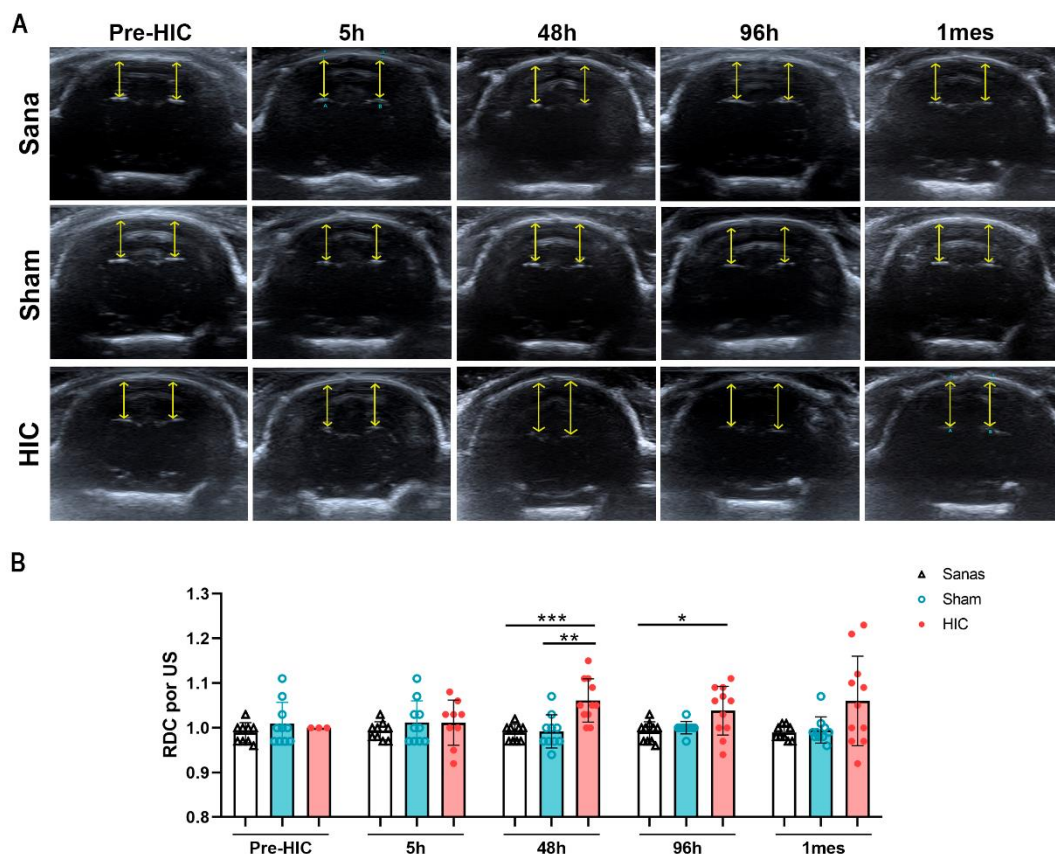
(A) Imágenes representativas de las cisternas subaracnoideas identificadas por los ultrasonidos en los grupos experimentales de animales sanos, animales sham y animales con HIC antes de la inducción de la HIC (pre-HIC), a las 48 horas, 96 horas y 1 mes post-HIC. Las flechas amarillas indican la distancia medida. (B) Cuantificación por ultrasonidos y RM de la ratio de desplazamiento de las cisternas subaracnoideas con respecto a la duramadre entre los grupos experimentales. Los datos se muestran como media \pm DE. * $p < 0,05$;  $p < 0,01$; * $p < 0,001$. Abreviaturas: DE: desviación estándar; HIC: hemorragia intracerebral; RM: resonancia magnética; US: ultrasonidos.
